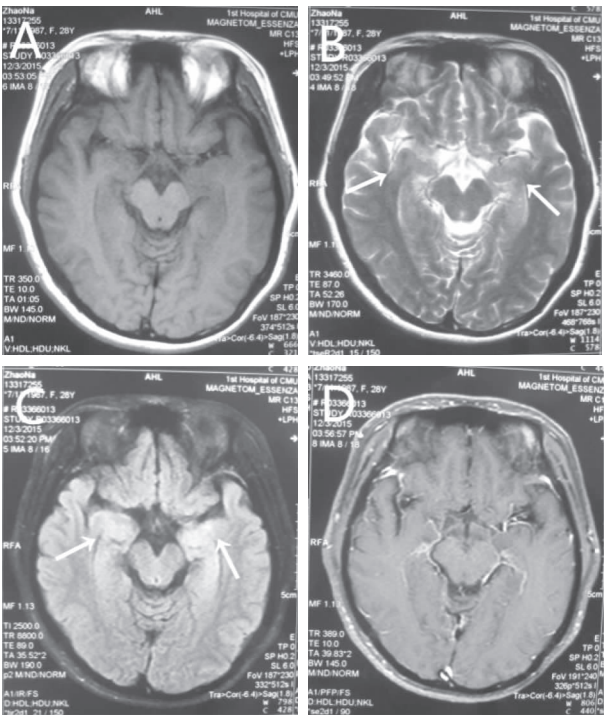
颅脑 MRI 示 T<sub>1</sub> 序列(A)未见明显异常,T<sub>2</sub> 序列(B)及 Flair 序列(C)见双侧海马高信号,增强扫描(D)未见异常强化
